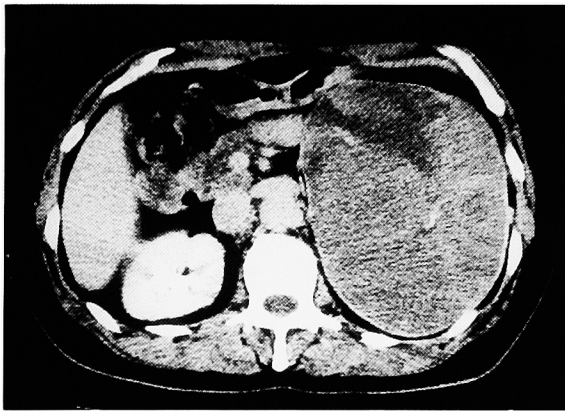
CT scan revealed a heterogenous enhanced mass lesion in the upper pole of the left kidney.
